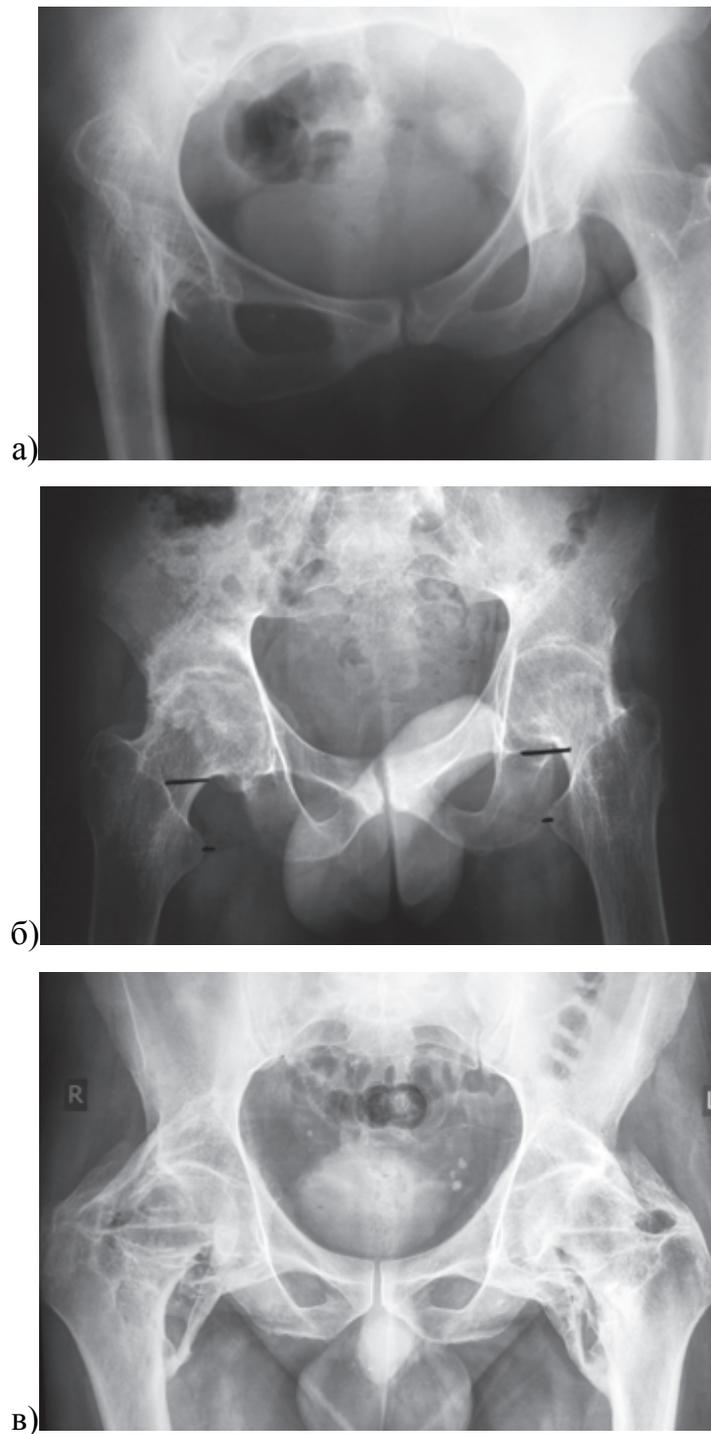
Рентгенографическая картина костных анкилозов ТБС: а) ятрогенный костный анкилоз правого ТБС у пациентки 49 лет, выполненный 19 лет назад по поводу диспластического коксартроза; б) рентгенограмма таза пациента 36 лет с двухсторонним анкилозом на фоне болезни Бехтерева; в) рентгенограмма таза пациента 40 лет с двухсторонним анкилозом на фоне гетеротопической оссификации в результате черепно-мозговой травмы
